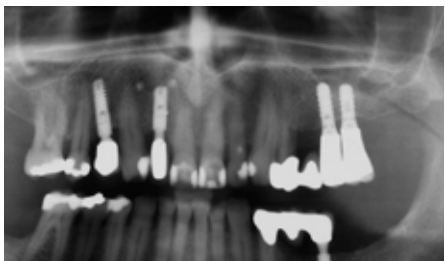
Röntgenologische Verlaufskontrolle nach 21 Jahren (Januar 2014)
